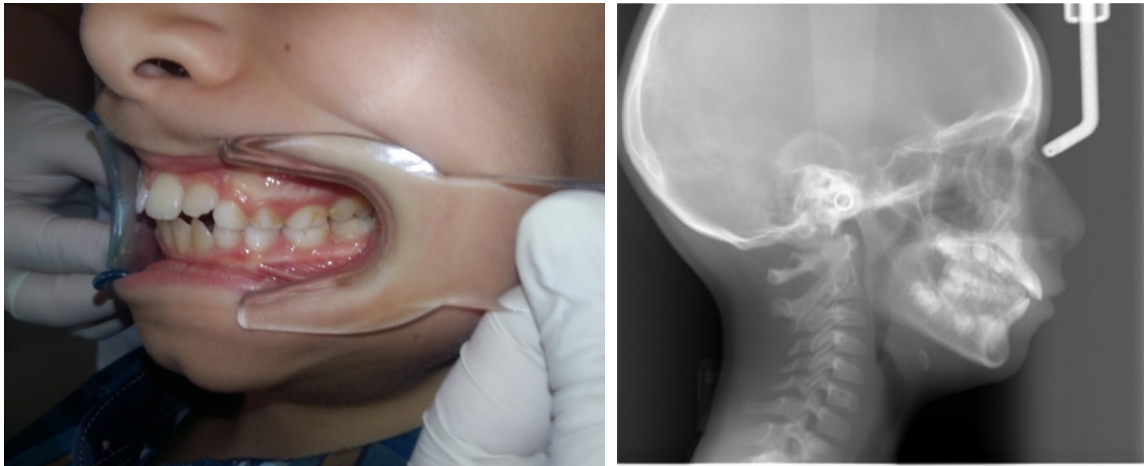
Initial facial and intraoral photograph and radiograph.
